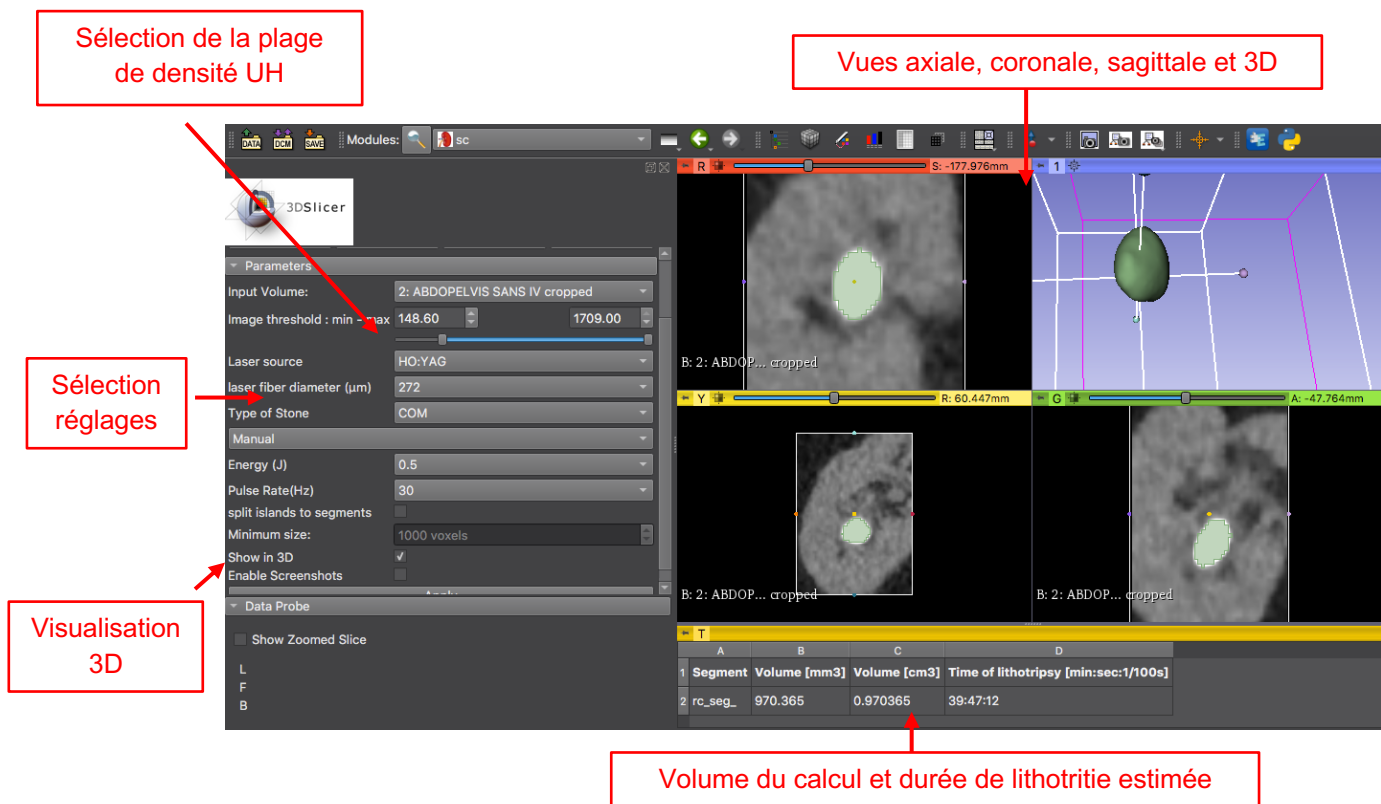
Exemple à partir d'un TDM AP IV- de la mesure volumétrique d'un calcul unique pyélique gauche et traité selon des paramètres laser de dusting (0,5 J-30 Hz) avec le laser Holmium:YAG.
